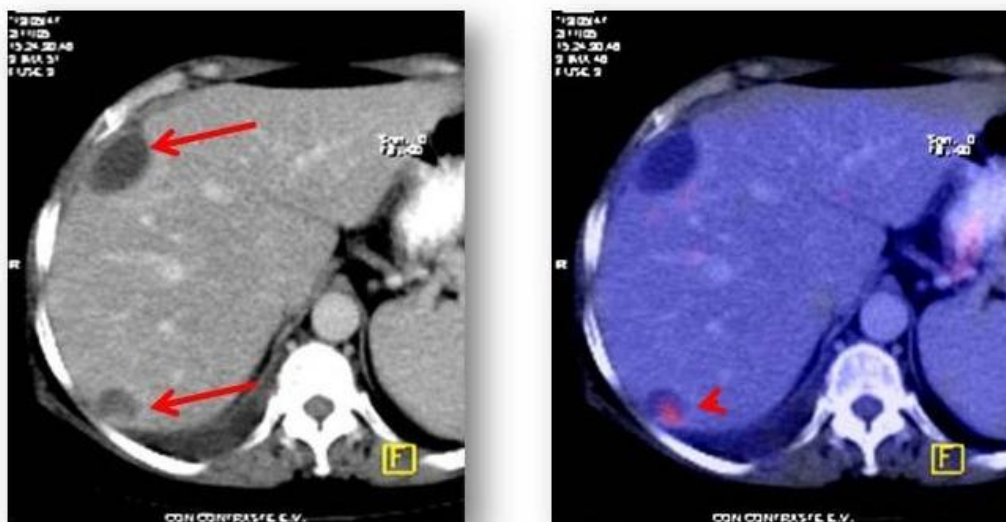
Dos imágenes secuenciales posteriores a quimioterapia en metástasis colorrectal evidenciadas en TC (flechas largas), observándose que solamente una de ellas persiste con actividad biológica en el PET/TC (flecha corta)
